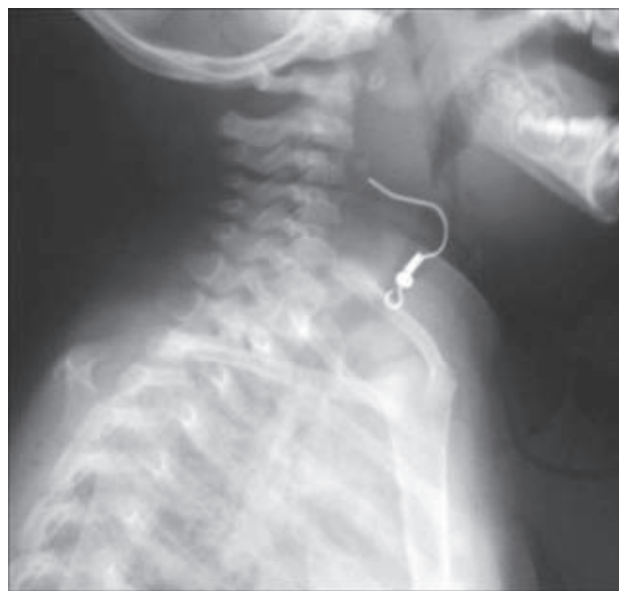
Radiografía lateral de tórax donde se observa un arete en la laringe.
